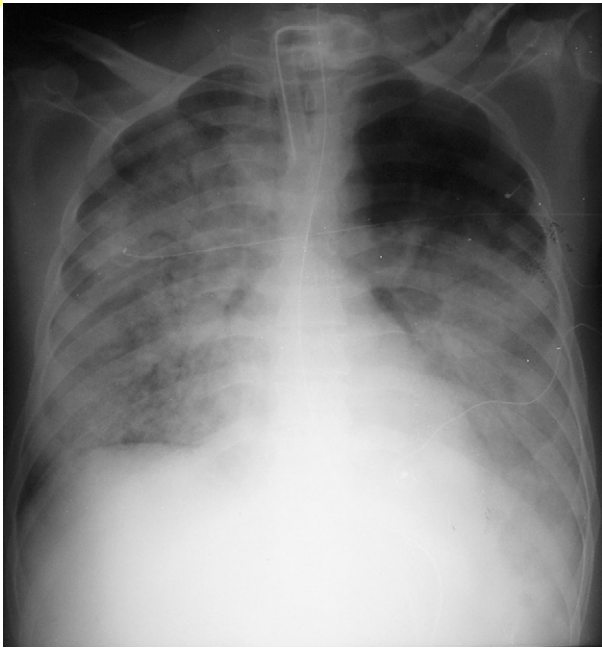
Radiographie d'entrée d'une légionellose grave non traitée efficacement chez un malade non immunodéprimé (PAC). L'aspect est celui d'un syndrome alvéolaire n'épargnant que l'apex gauche.
